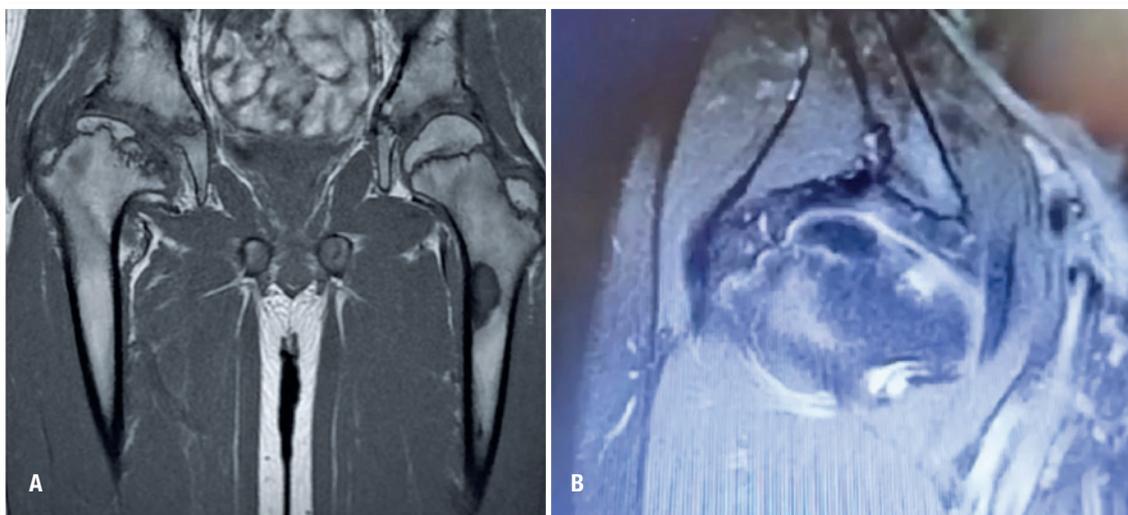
A) Corte coronal da ressonância magnética da bacia, que evidencia área necrótica centro-medial. B) Corte aproximado da região de osteocondrite central do fêmur proximal.
